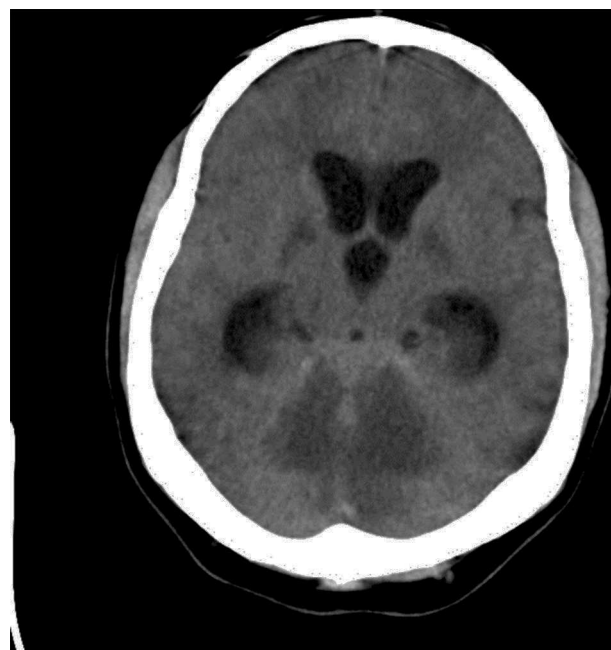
TAC craneal. Hipodensidades difusas en ambos hemisferios cerebelosos, baja atenuación en sustancia blanca temporobasal bilateral y ganglios basales. Dilatación de ventrículos laterales y tercer ventrículo.
